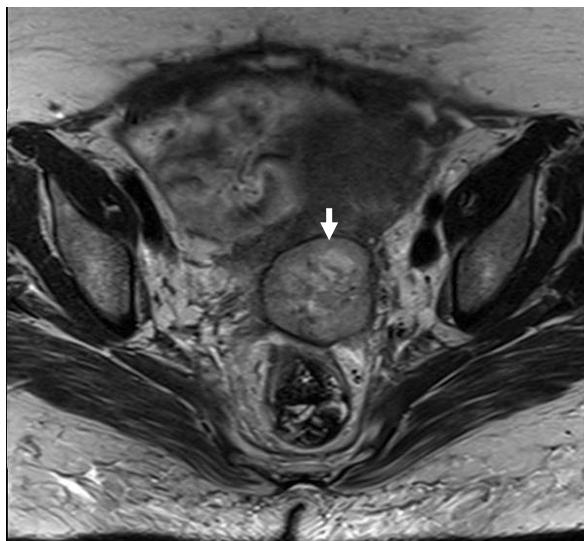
МРТ малого таза в поперечной плоскости. Т2 ВИ. Определяется объемное образование, негетогенное, в области шейки матки с распространением на параметрий (стрелка). Рак шейки матки
